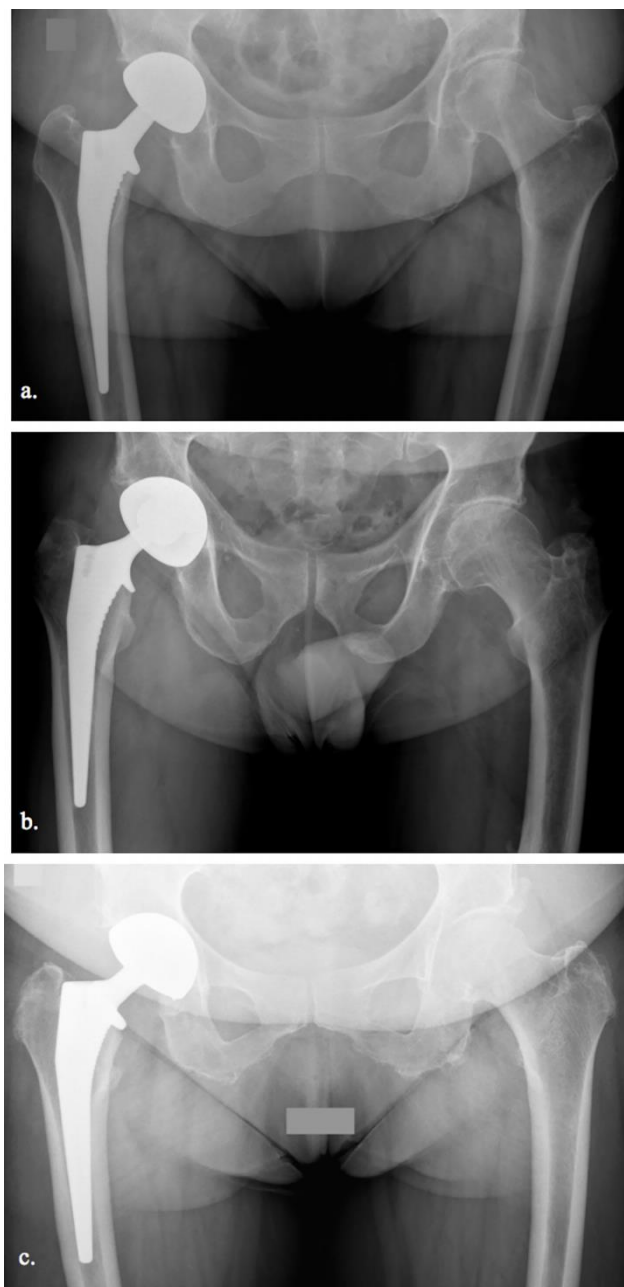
Radiographies du bassin postopératoire de trois tiges utilisées dans cette étude :
